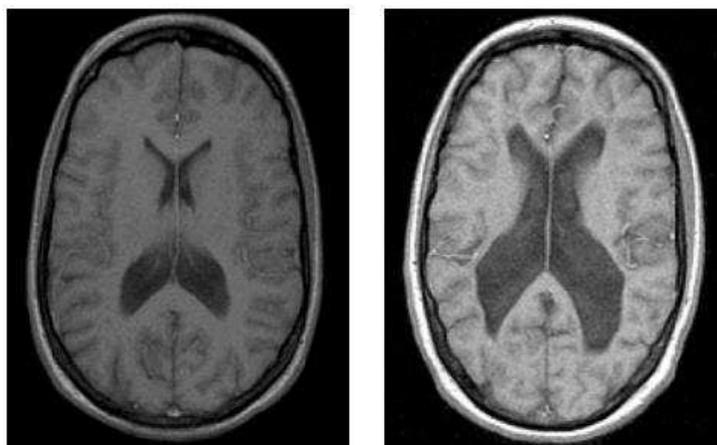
Ventriculomegalia in gemelli monozigoti discordanti osservati tramite MRI T2. Gemello sano a sinistra e gemello con schizofrenia a destra (fonte: Woolley et al., 2005).
